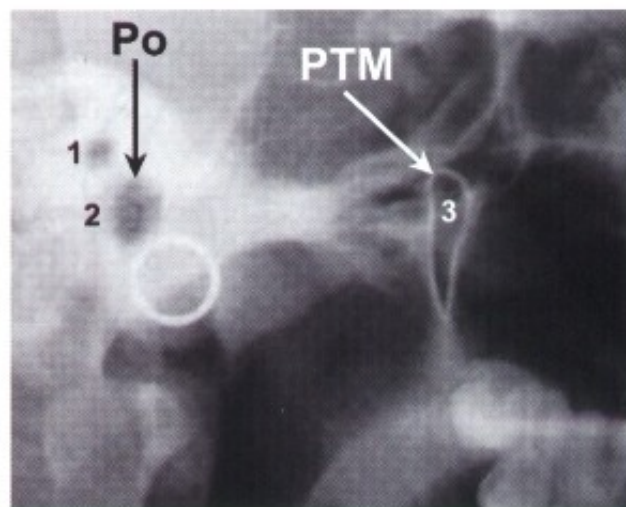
Telerradiografía mostrando: 1 - conducto auditivo interno; 2 - conducto auditivo externo con la localización del punto Po; 3 - fosa pterigomaxilar y flecha indicando el punto PTM.
